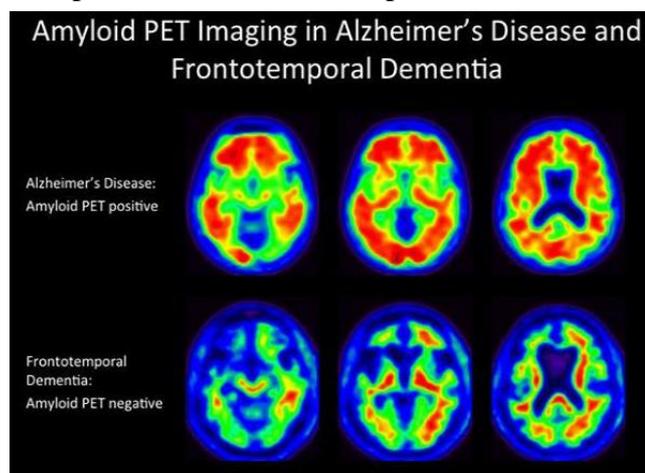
Imagen PET positiva para enfermedad de Alzheimer a la izquierda e imagen PET negativa para la misma enfermedad
